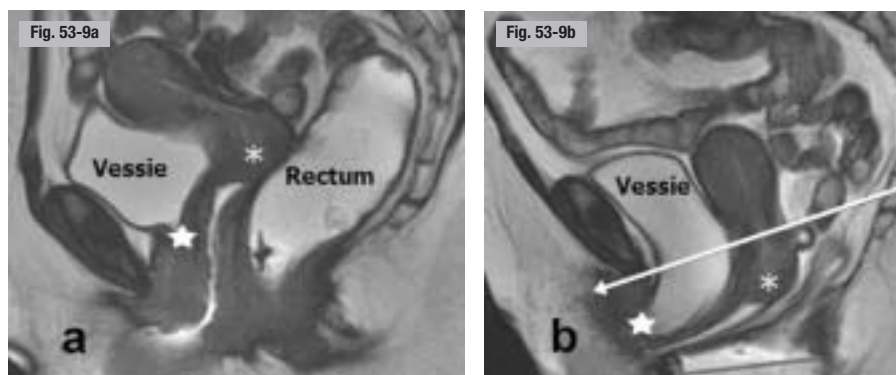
Cervico-ystoptose. IRM pelvienne dynamique en poussée. a) Au repos. b) En poussée.
